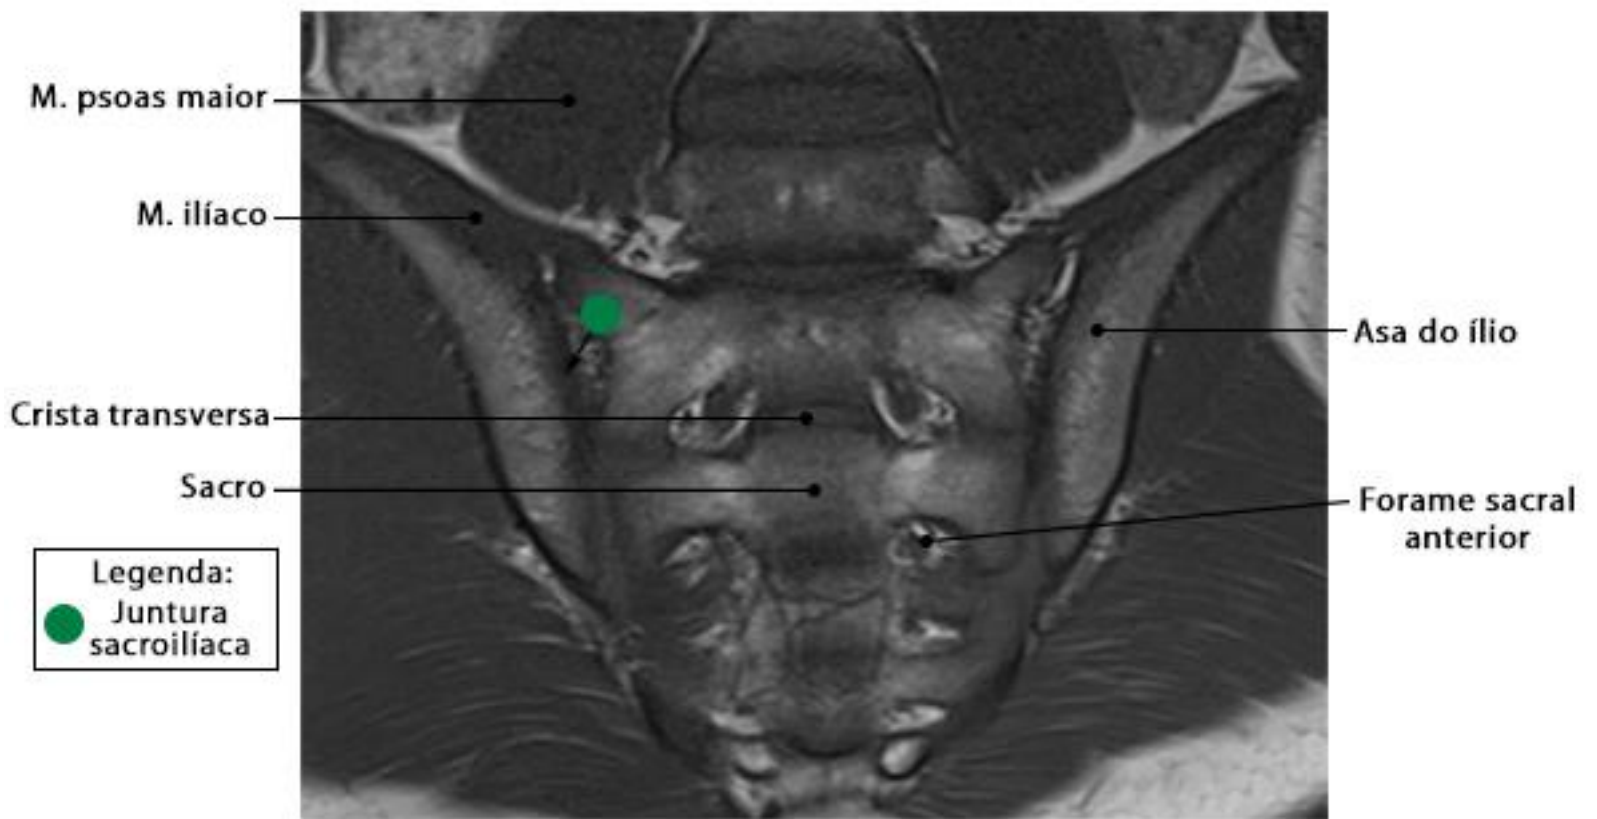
RM do sacro em corte coronal com ponderação T1
